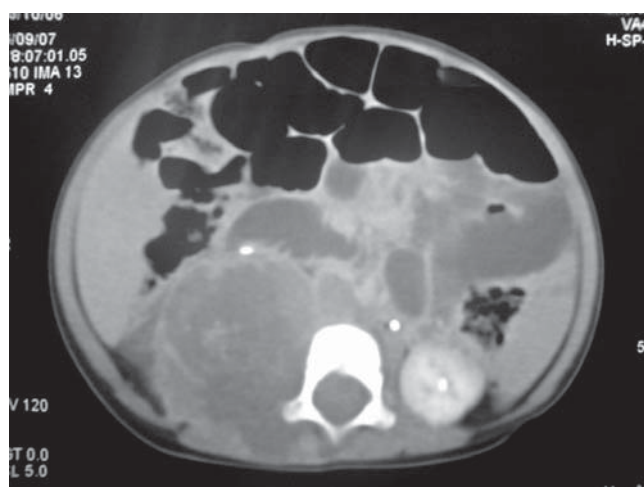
TAC con corte a nivel de L4 que muestra una masa heterogénea con lesión lítica en el cuerpo vertebral.
